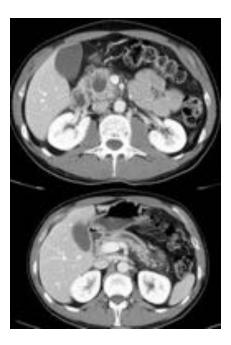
Varón de 49 años con dolor abdominal agudo, sospecha de pancreatitis. TC realizado en fase portal tras administración de CIV, se evidencia dilatación de conducto pancreático principal a nivel de cuerpo y acentuada a nivel cabeza pancreática (>1cm) con nódulos murales, hallazgos sugestivo de NQMID con degeneración maligna.
